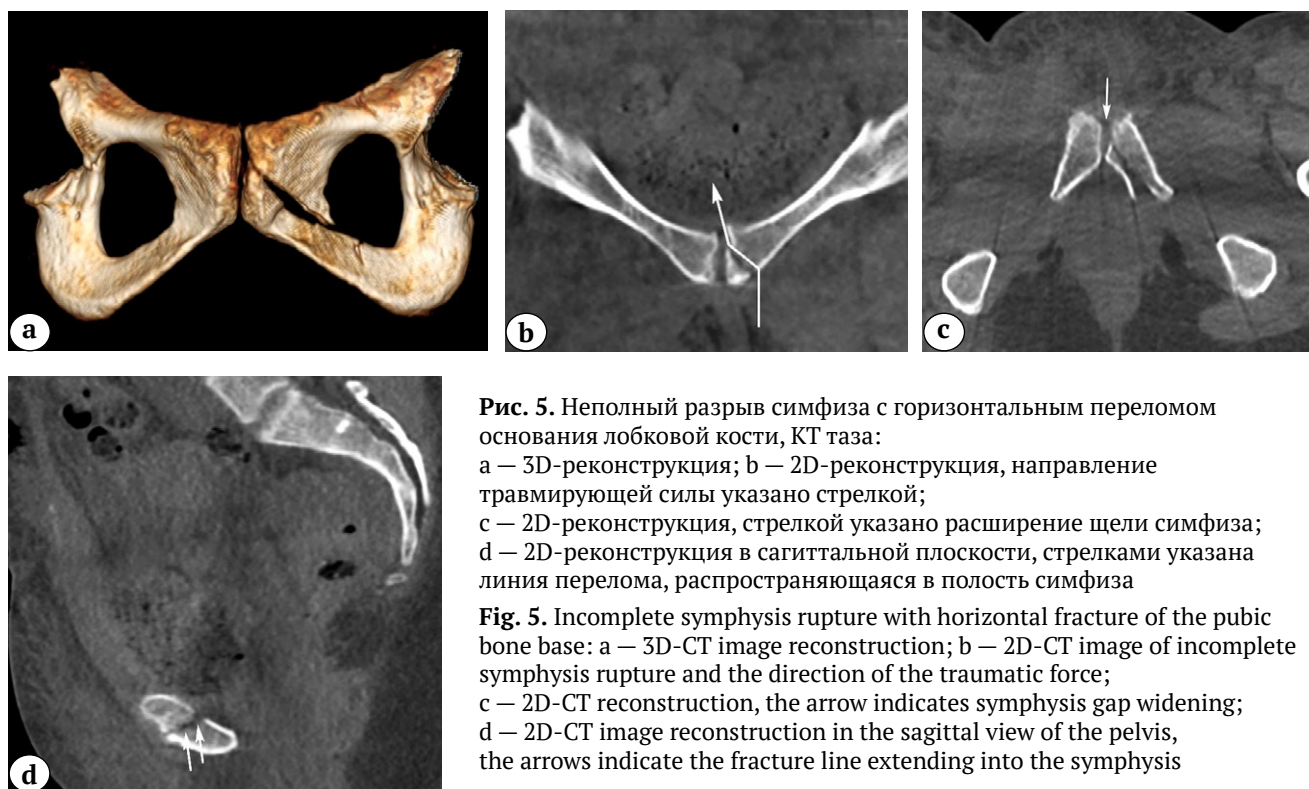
Неполный разрыв симфиза с горизонтальным переломом основания лобковой кости, КТ таза:
